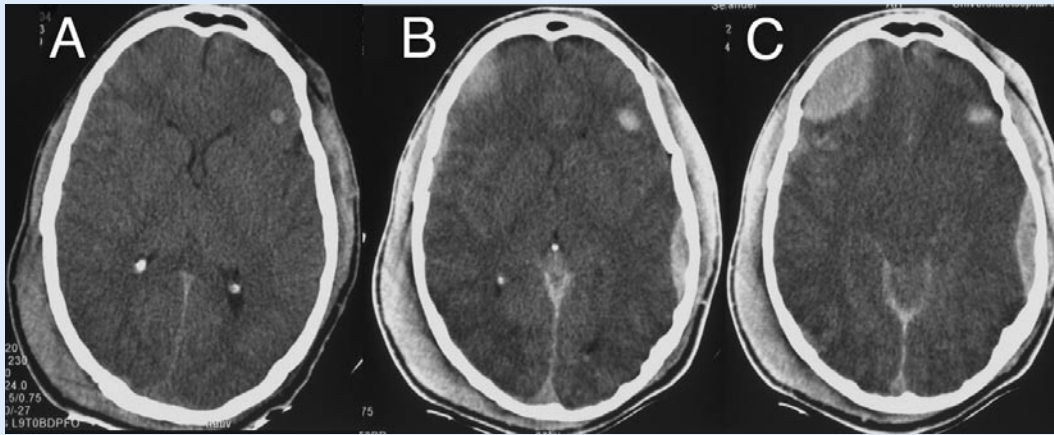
▲ 22-jähriger Patient, Sturz aus 5 m Höhe, initialer GCS 5, Intubation am Unfallort. Das Bild zeigt den initialen Befund (A) und den Kontrollbefund (B und C) nach 2 Stunden bzw. nach Einlage einer parenchymalen Hirndrucksonde. Das Kontroll-CT wurde wegen hohen Hirndruckwerten (ICP 50 mm Hg) postoperativ durchgeführt und zeigt eine Kombination von verschiedenen Blutungen: Galeahämatom, Epiduralhämatom, Subarachnoidalblutung, Kontusionsblutung bzw. intracranielles Hämatom und shearing injuries. Die HR-Aufnahmen (im Bild nicht dargestellt) zeigen eine Fraktur temporal rechts mit Ausdehnung nach parietal, eine Sprengung der Lambdanaht auf der rechten Seite und eine längs verlaufende Fraktur im Bereich des Felsenbeins linksseitig mit Obliteration des Mittelohrs. Bemerkenswert ist das neu aufgetretene frontale Epidural-Hämatom rechts von ca. 3 cm Grösse und das schmale temporo-parietales Epidural-Hämatom links, welche erst verzögert aufgetreten sind.
